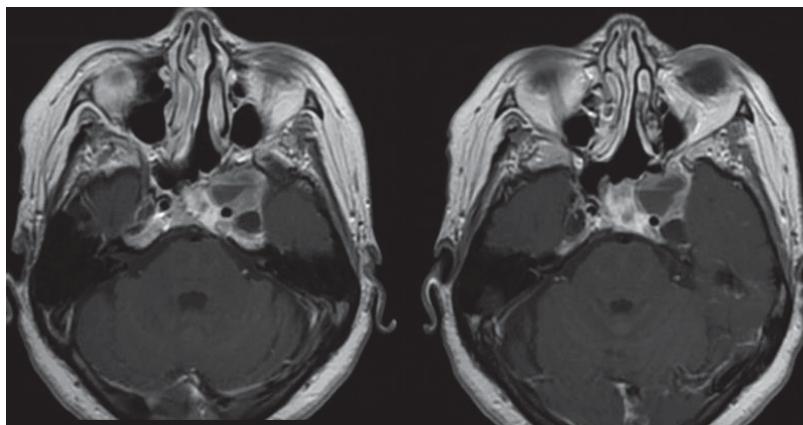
МРТ головного мозга через 6 месяцев после операции: визуализируется кистозный компонент опухоли в области правого кавернозного синуса
